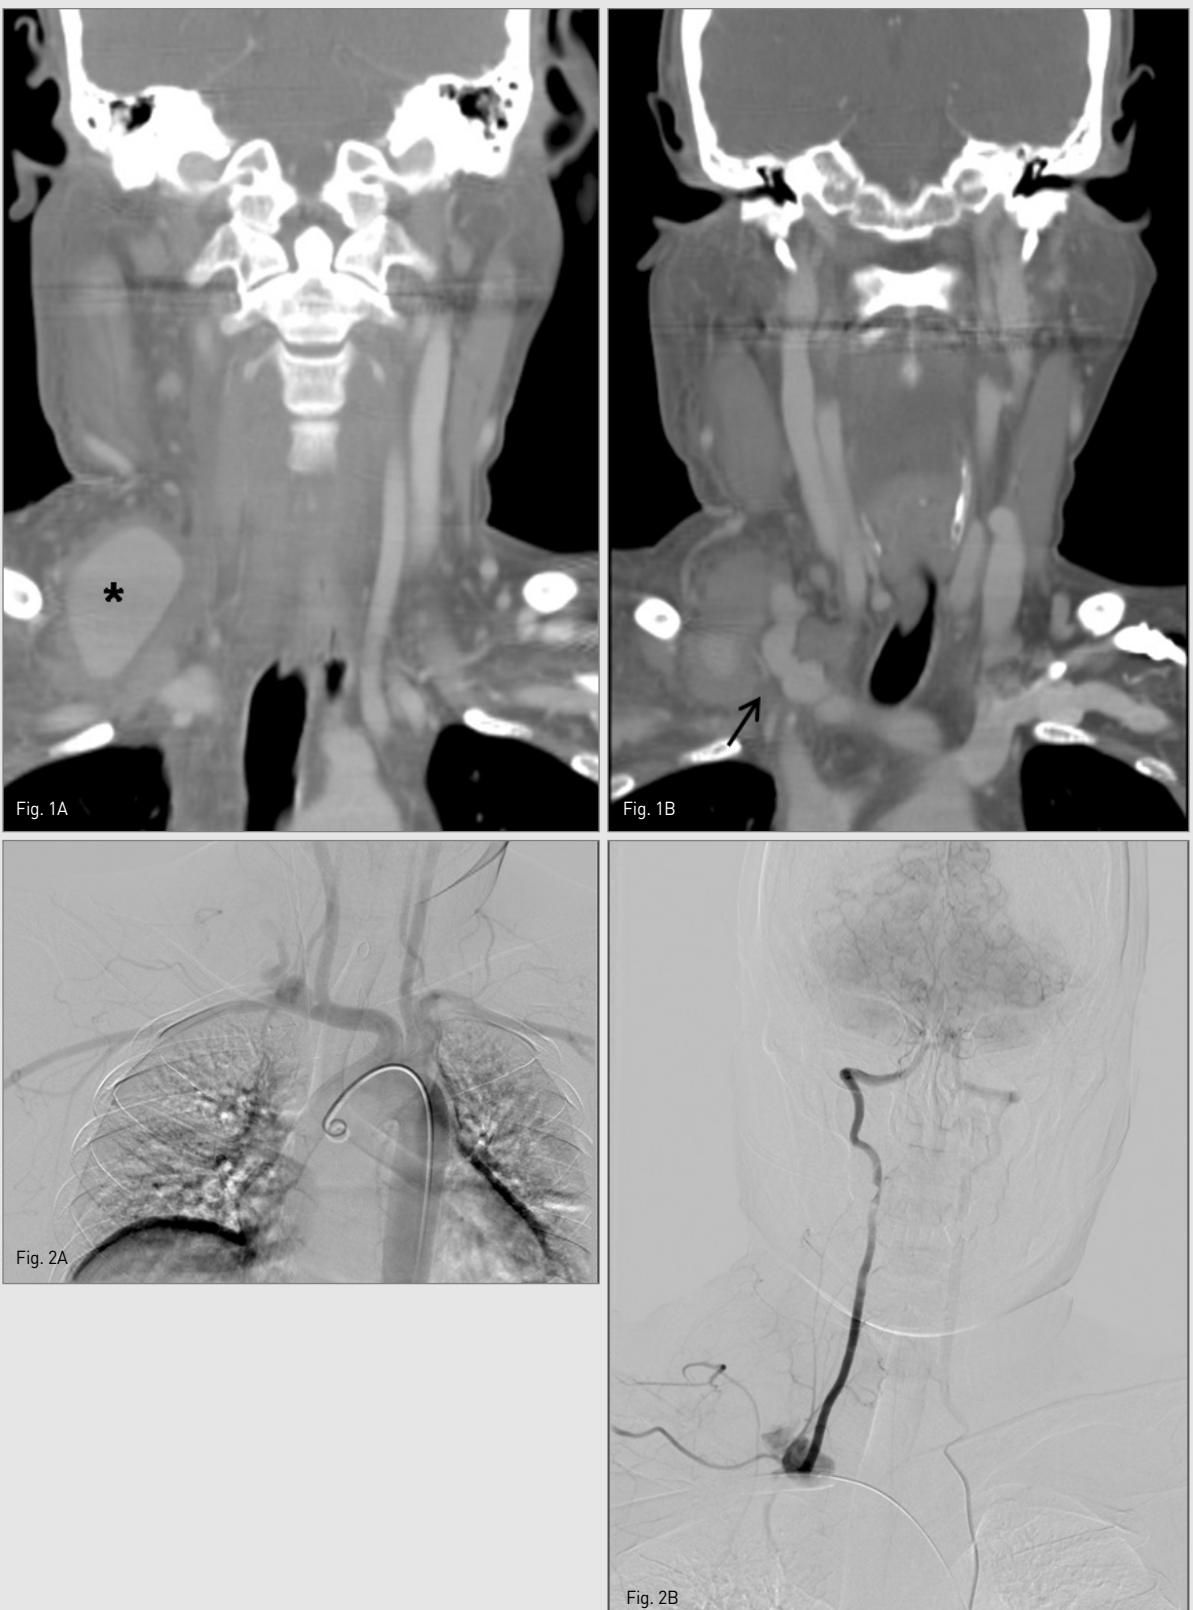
Coronal CT images (A,B) show a pseudoaneurysm (Starmark in A) with long, wide, tortuous neck (Arrow in B) arising from the right subclavian artery.
